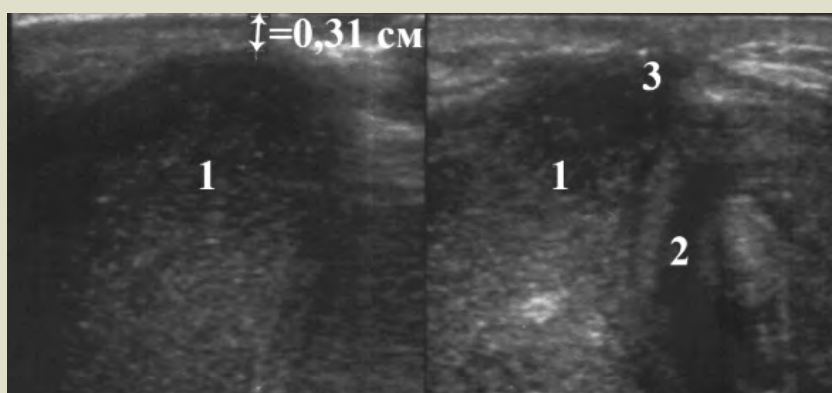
УЗИ тазового дна промежностным доступом у ребёнка с атрезией ануса без фистулы: 1 — прямая кишка, 2 — уретра, 3 — несформировавшаяся фистула; указано расстояние между кожей и атрезированной кишкой.
